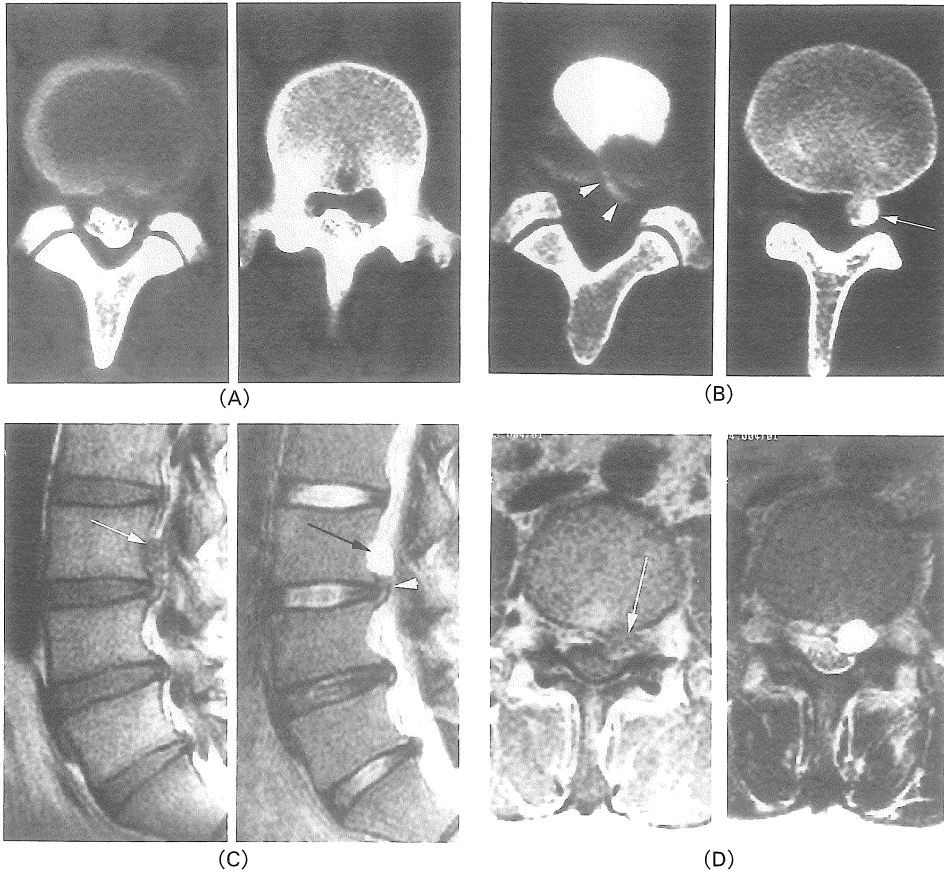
Case 1. (A) CT-myelography. Axial view at the level of L3-L4 interspace (left) shows left anterolateral indentation of thecal sac by disc protrusion. CT-myelography at L3 level (right) shows widened antero epidural space, mimicking herniated nucleus porposus(\*).
